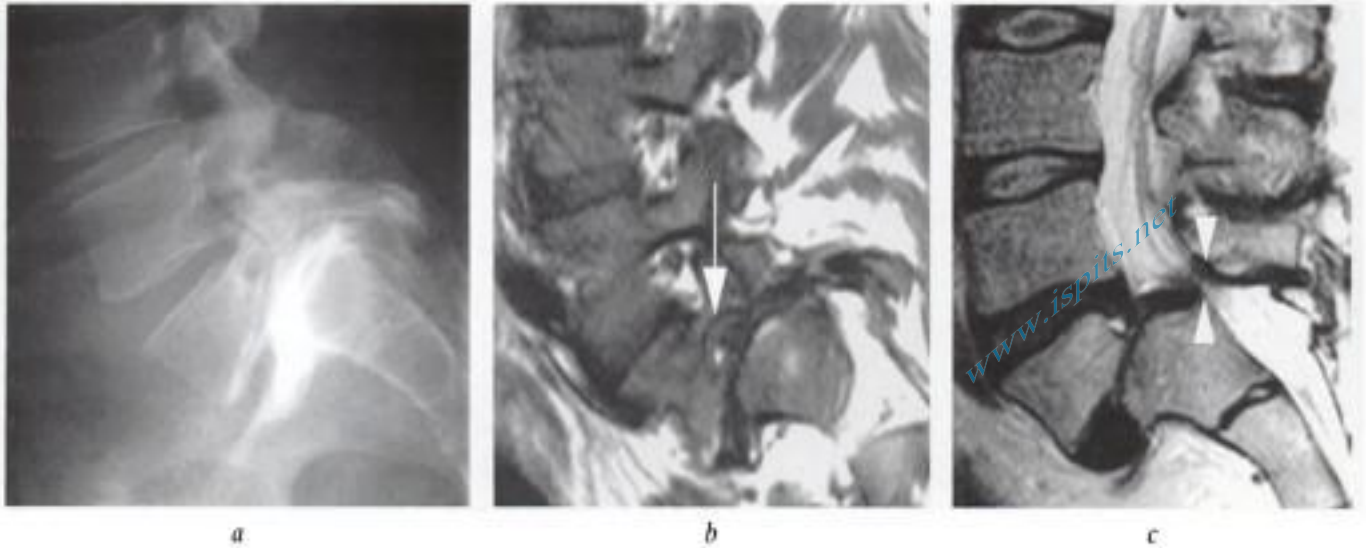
Spondylolyse bilatérale de L5 avec antérolisthésis sévère («spondyloptose»), sténoses foraminales et canalaire. a) Radiographie de profil : antérolisthésis sévère de L5 sur S1. b) IRM en coupe sagittale foraminale en pondération T1 : sténose quasi complète du foramen L5-S1 avec disparition de la graisse foraminale et image de racine L5 aplatie entre le pédicule en haut et le disque en bas (flèche en b); coupe sagittale médiane en pondération T2 : rétrécissement canalaire entre le versant postérosupérieur du corps de S1 et l'arc postérieur de L4 (têtes de flèche en c) (observation rare dans la spondylolyse).
